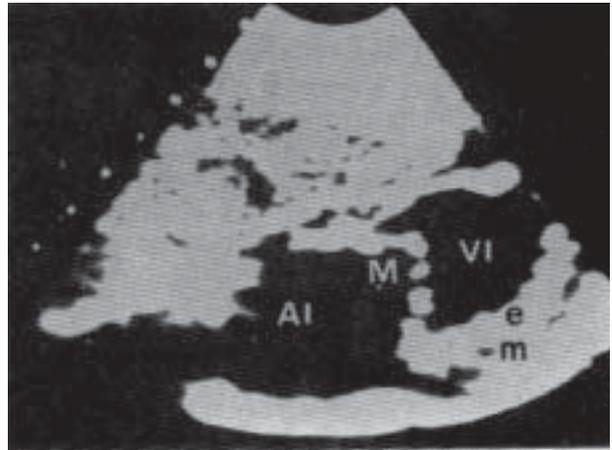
Lactante del sexo femenino, de 4 meses de edad, con fibroelastosis endocárdica. Ecocardiograma bidimensional. Corte subcostal parafrontal, orientado a las cavidades izquierdas. La aurícula izquierda (AI) se ve muy dilatada. El ventrículo izquierdo (VI) presenta importante hipertrofia del miocardio parietal (m) y marcado engrosamiento del endocardio (e), con aumento de su densidad acústica. Válvula mitral (M), engrosada.
